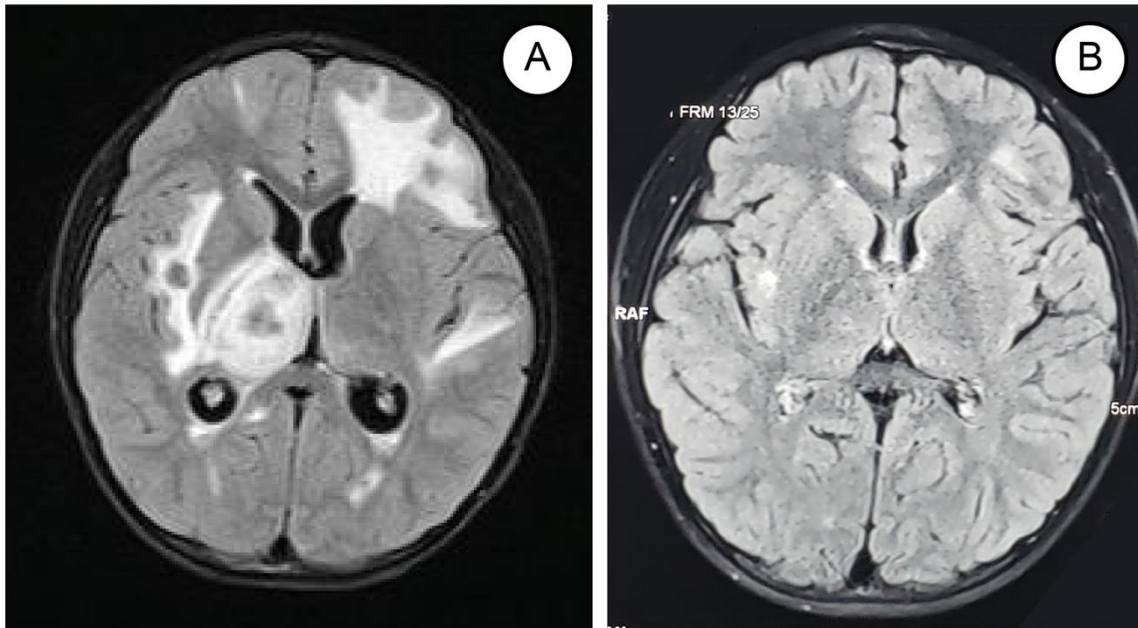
Comparación entre la resonancia magnética de ingreso y control a los 6 meses A. Resonancia magnética cerebral del ingreso en corte axial, secuencia FLAIR. Se observa granulomas con gran edema perilesional. B. Resonancia magnética cerebral tras 6 meses de tratamiento, en corte axial, secuencia FLAIR. Se observa marcada disminución de las lesiones y del edema.
